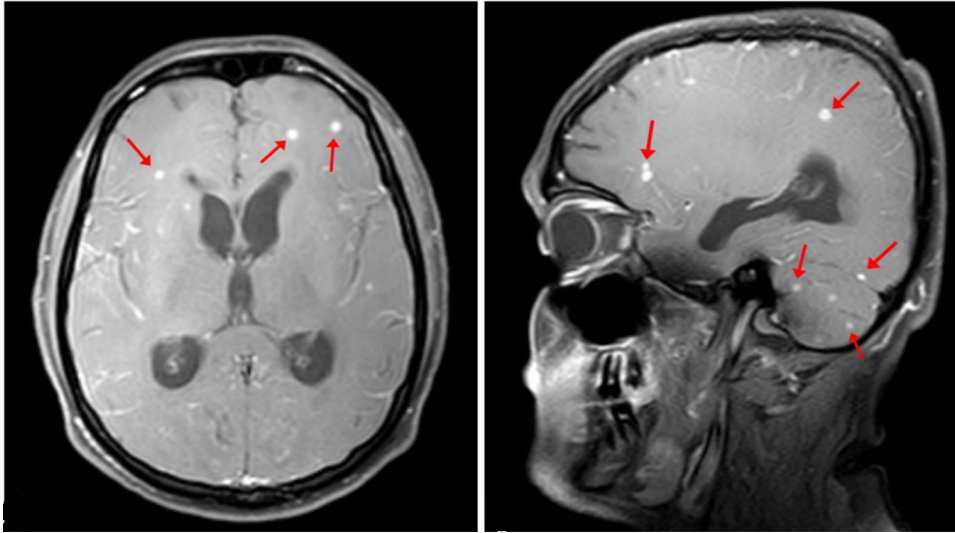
МРТ ГМ, выявляющая признаки туберкулезного менингоэнцефалита у пациента с числом  $CD4^+$ , равным 145 кл/мкл
